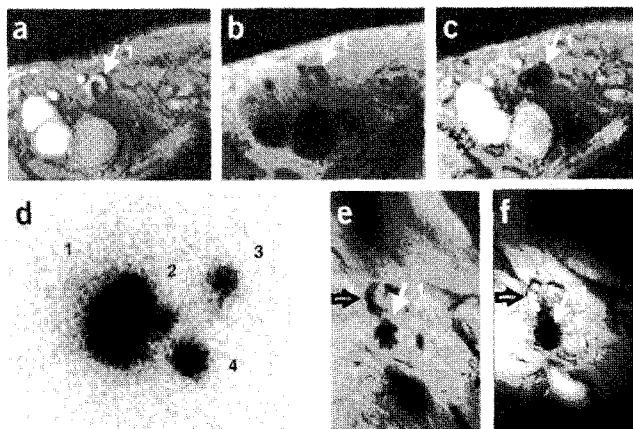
MRI와 감마섬광조영술을 이용한 수지상세포 치료과정 모니터링 영상.⁸
